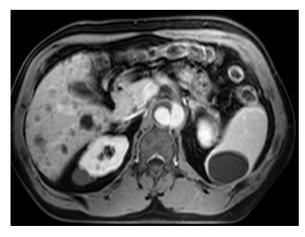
Milzzyste, MRT. In T1-Wichtung zeigt sich eine 3 cm große, hypointense Milzläsion, zusätzlich Leber- und Nierenzysten, Aortendissektion
